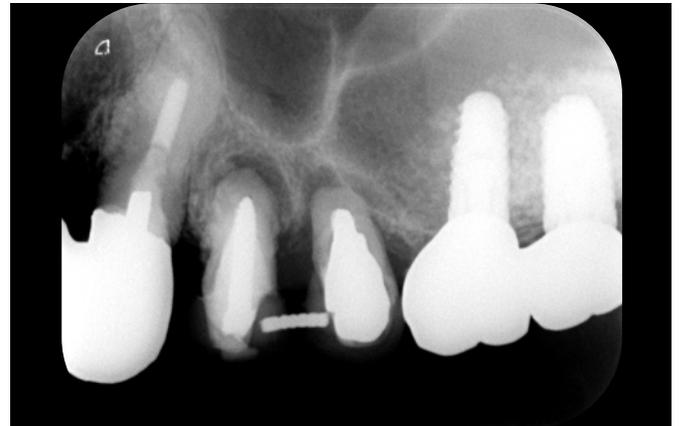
術前のデンタルX線所見。8年前に他医院で 67 部へのサイナスリフト処置を併用したインプラント治療を受けたが、術後には痛みや腫脹があり、歯肉の腫脹は現在も続いている。患者は、これらの処置に対しての良いイメージはなく、現在、これらの処置を受けた歯科医院から、45 部へのサイナスリフトのため 45 の抜歯を提案されており、セカンドオピニオンの相談を兼ねて当院に来院した。
